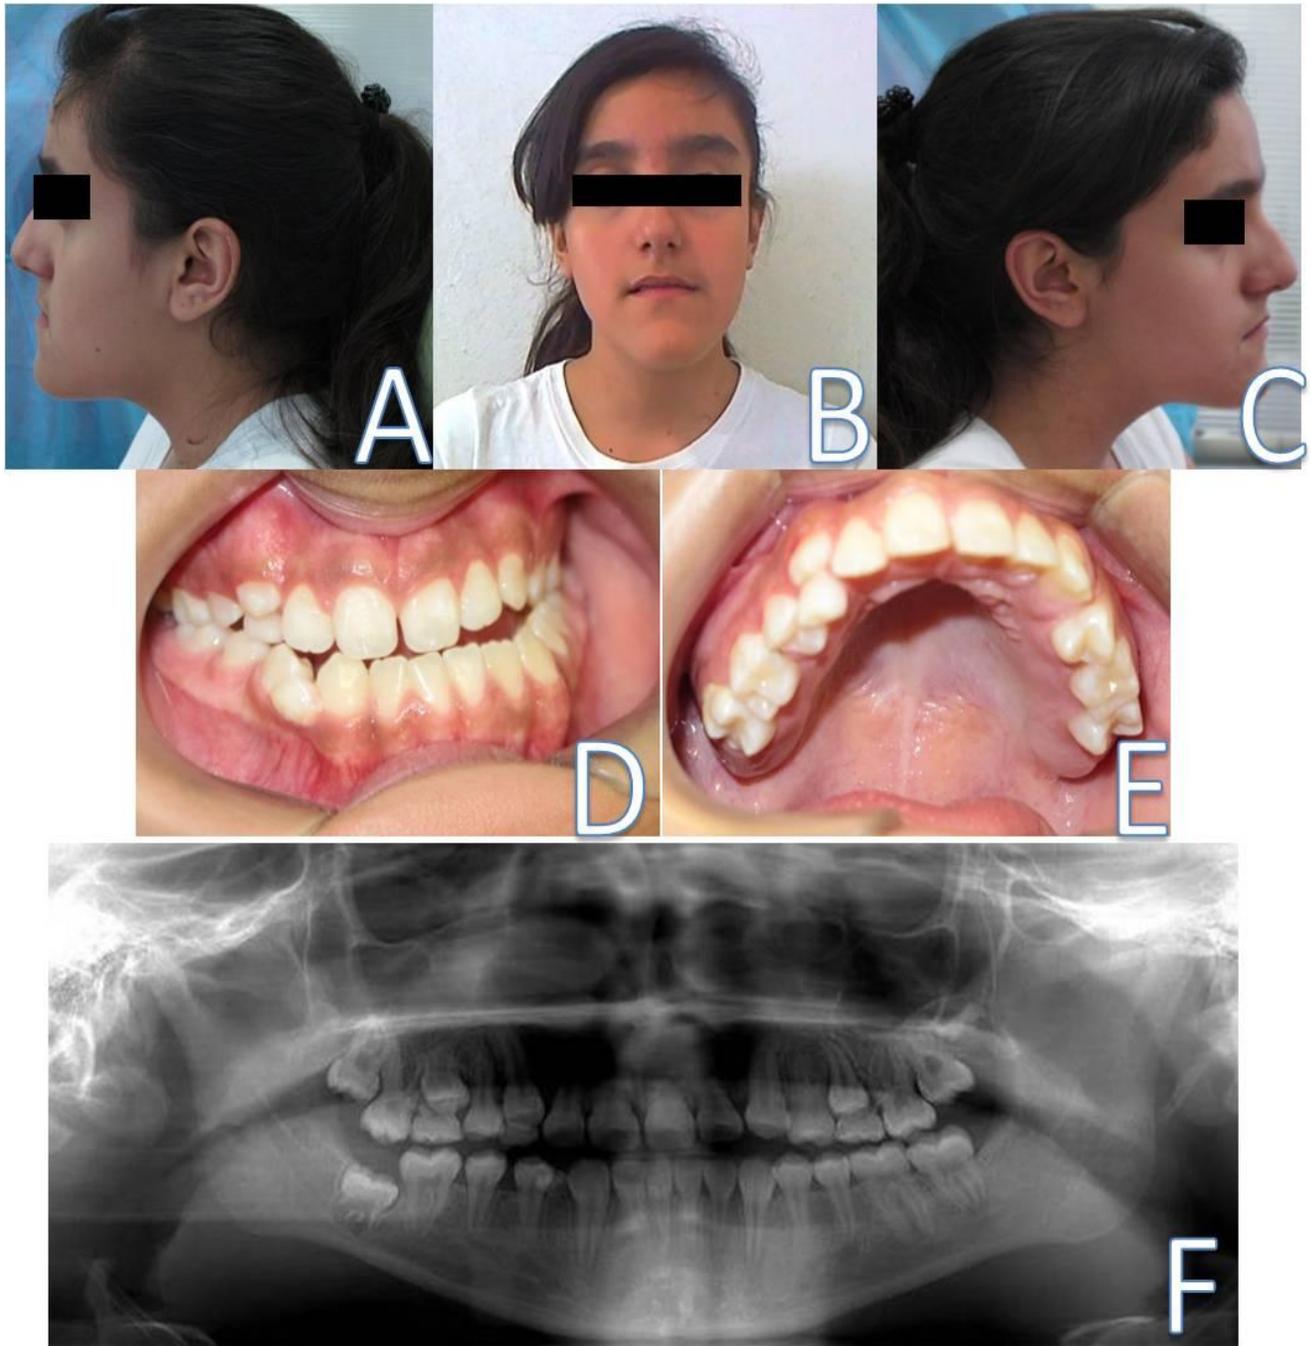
HIPERTROFIA HEMIFACIAL. Paciente femenino de 12 años de edad. A. Vista lateral izquierda en la que se aprecia la hipertrofia como un aumento de volumen. B. Vista frontal en la que se aprecia la asimetría facial del lado afectado con el lado normal. C. Vista lateral derecha en la que se aprecia el lado no afectado. D. Fotografía bucal en la que se aprecia el apiñamiento dental. E. Fotografía de la arcada superior en la que se aprecia al apiñamiento dental. F. Vista de la Radiografía Panorámica en la cual no se observa ninguna alteración. (Fuente directa de la CRED de la DEPEI de la FO UNAM 03/10/2014).
